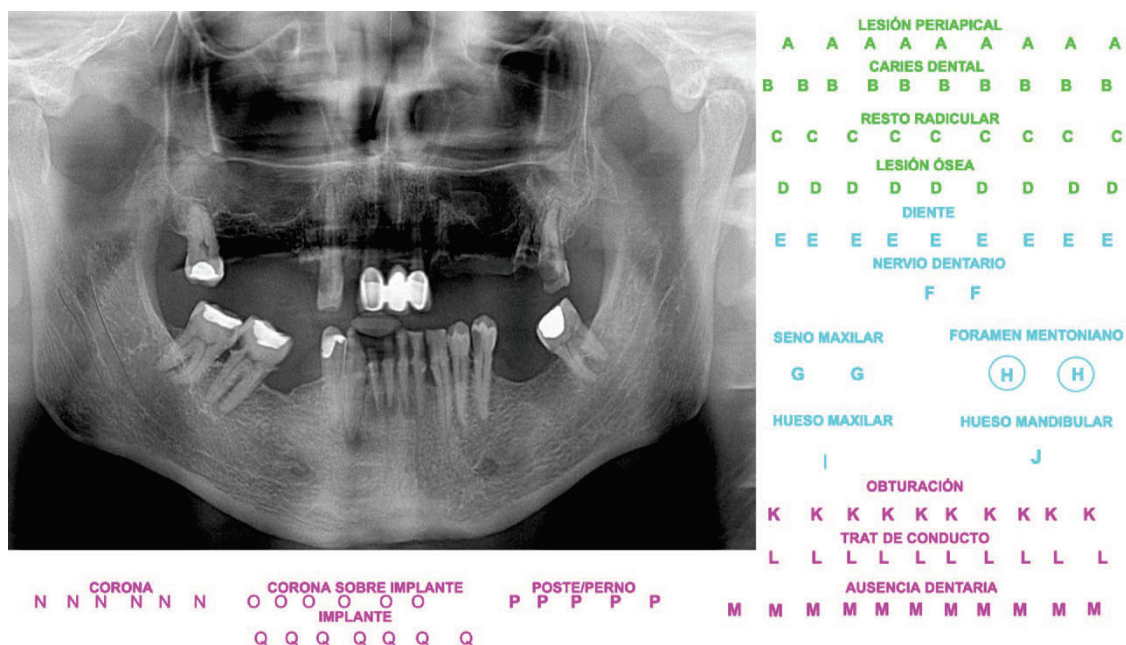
Example of radiographic image labeling.
